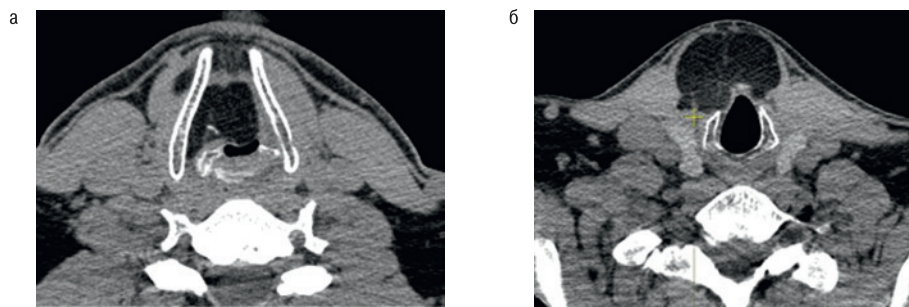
КТ шеи в нативную фазу
